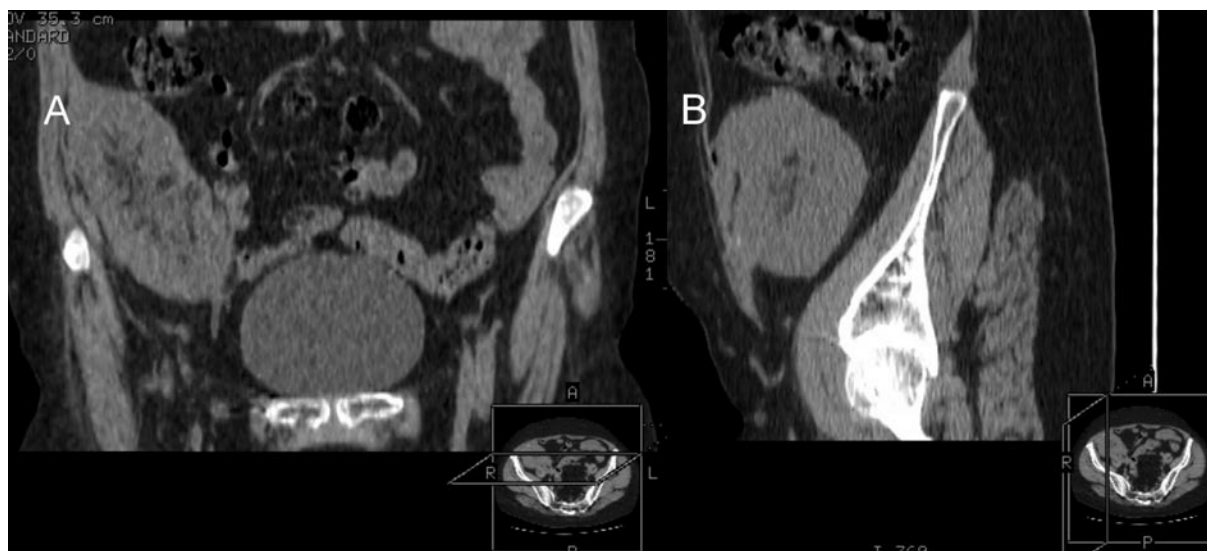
CT without contrast enhancement: reconstructions in the frontal (A) and sagittal (B) planes. Normal image of renal graft.
